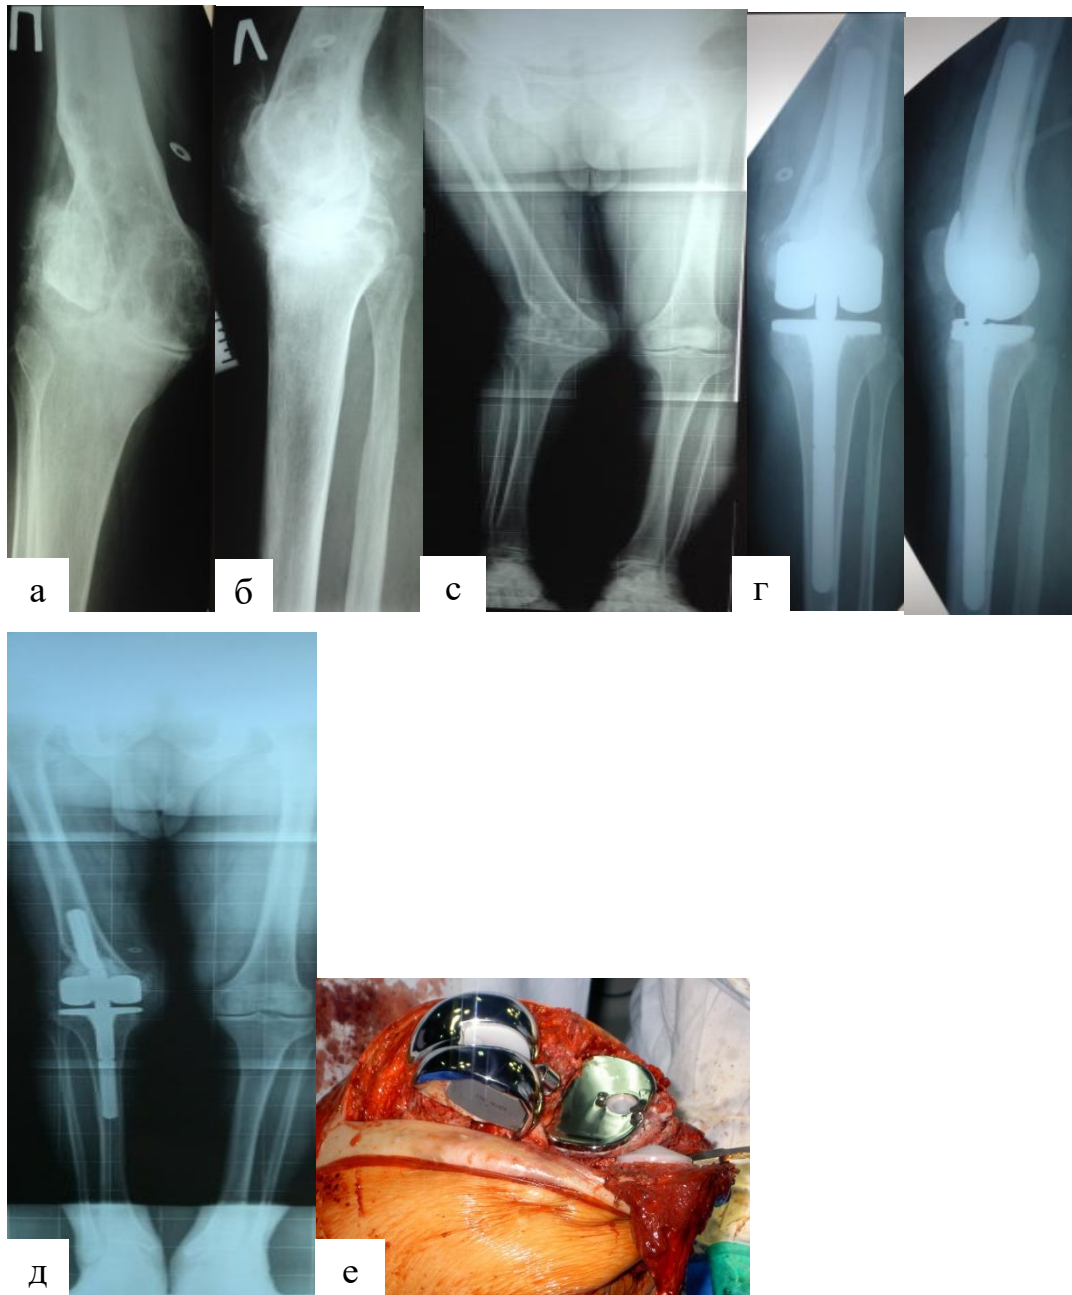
Клинический пример сращения перелома у пациента Г. Диагноз посттравматический гонартроз 3 ст., вальгусная деформация, комбинированная контрактура левого коленного сустава. Неправильно сросшийся перелом наружного мыщелка бедренной кости, состояние после МОС, удаления металлоконструкции, фронтальная нестабильность (несостоятельность медиальной коллатеральной связки) коленного сустава: а, б – предоперационные рентгенограммы; в, г – рентгенограммы после ТЭКС шарнирным эндопротезом; д – интраоперационная фотография – дефект наружного мыщелка бедренной кости компенсирован металлическим модульным дистальным бедренным блоком высотой 20 мм, установлен шарнирный имплантат
